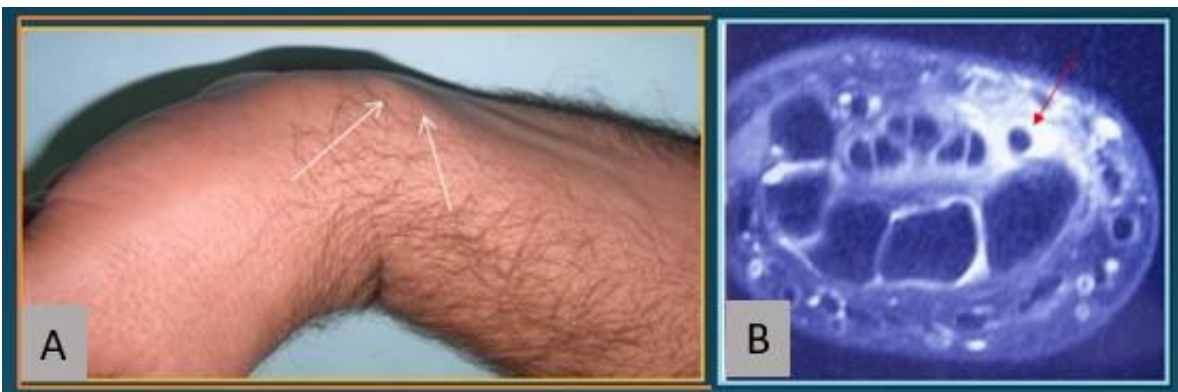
A: tenosinovitis del FCR señalada por las flechas. B: imagen en la RM.
